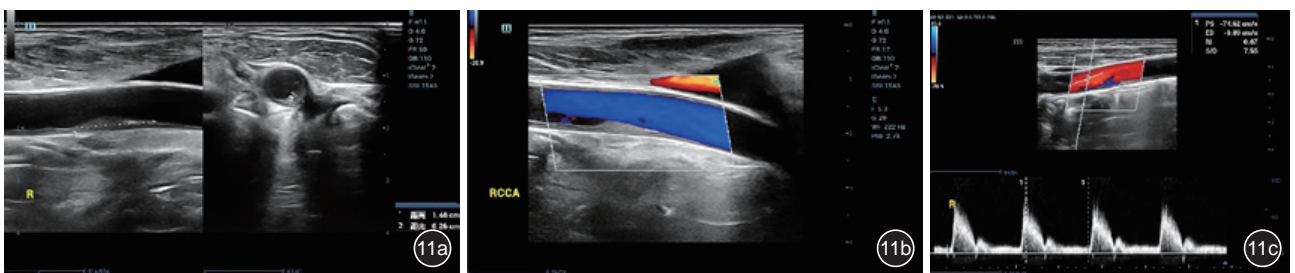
动脉粥样硬化斑块超声标准存图。图a为最大斑块长度纵断面及最大斑块厚度横断面;图b为最大斑块管腔最窄处彩色血流图;图c为最大斑块管腔最窄处血流频谱图
